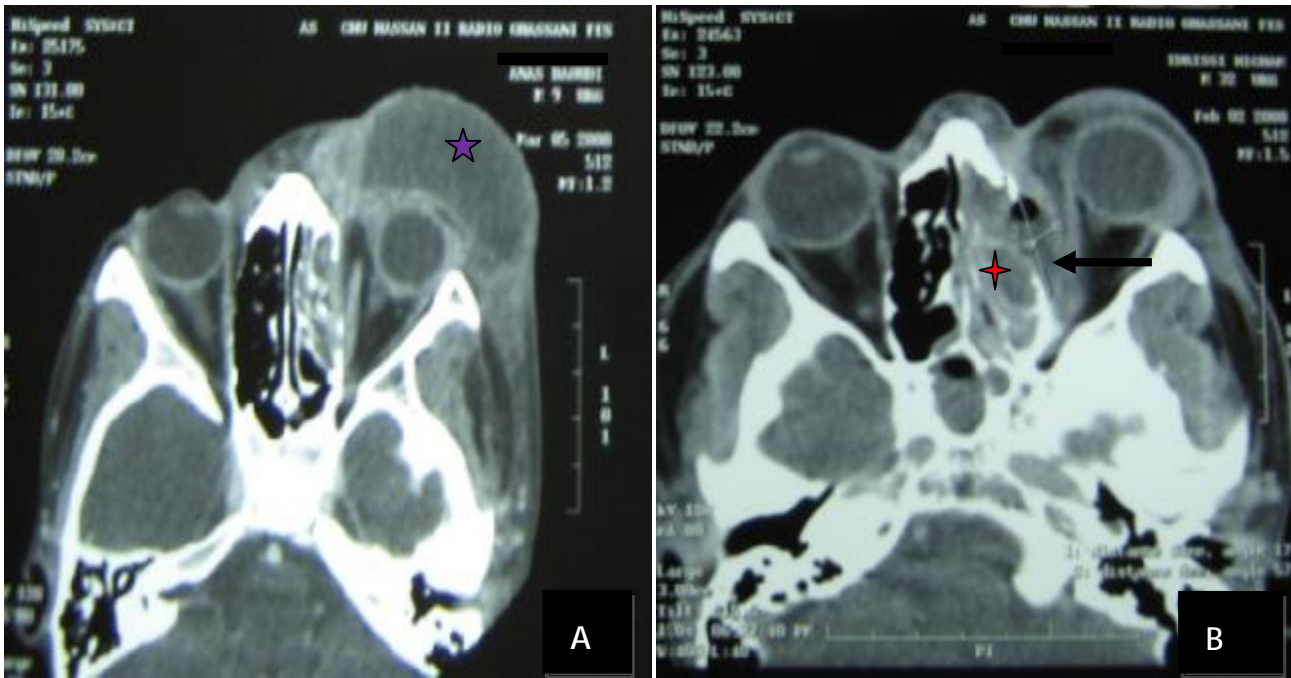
TDM en coupe axiale : (Service d'ORL CHU HASSAN II Fès)
